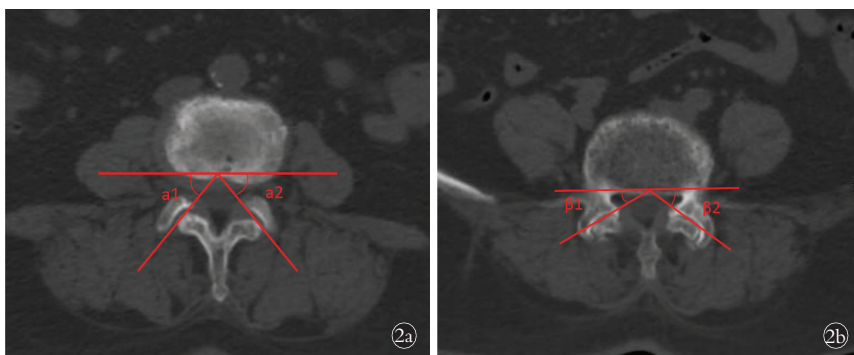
在腰椎 CT 上行关节突关节角度的测量 2a. 尾侧关节突关节角测量计算方法: 尾侧关节突关节角=(a1+a2)/2 2b. 头侧关节突关节角的测量计算方法: 头侧关节突关节角=(beta1+beta2)/2
